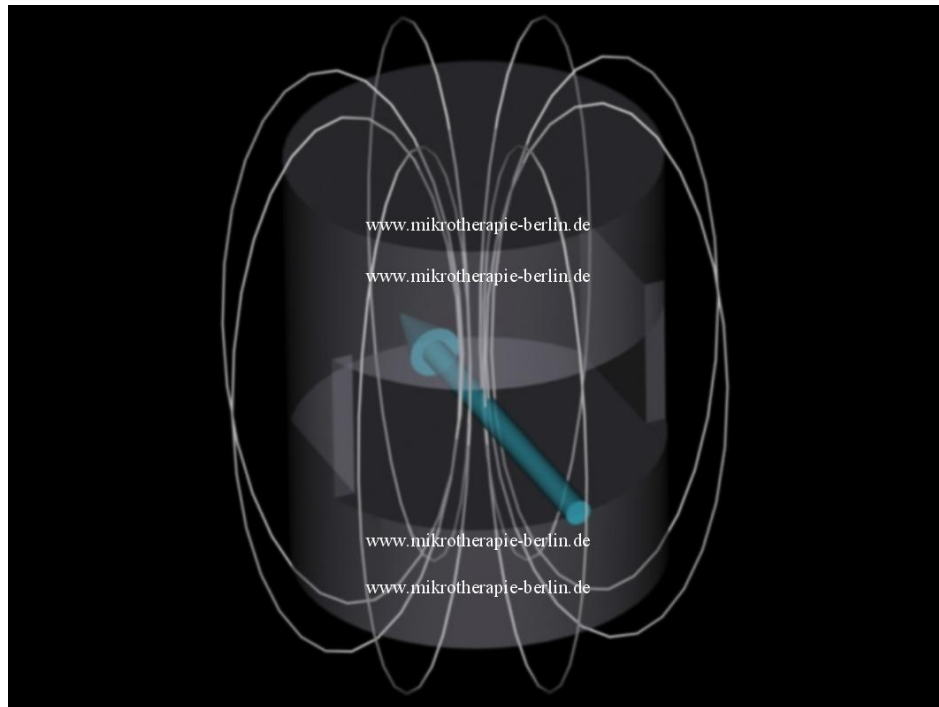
Offener MRT mit zwei sich vertikal gegenüberliegenden Magnetpolschuhen mit Magnetfelddarstellung (Hellgraue Linie). Abbildung der AG offenes MRT der Charité Berlin
